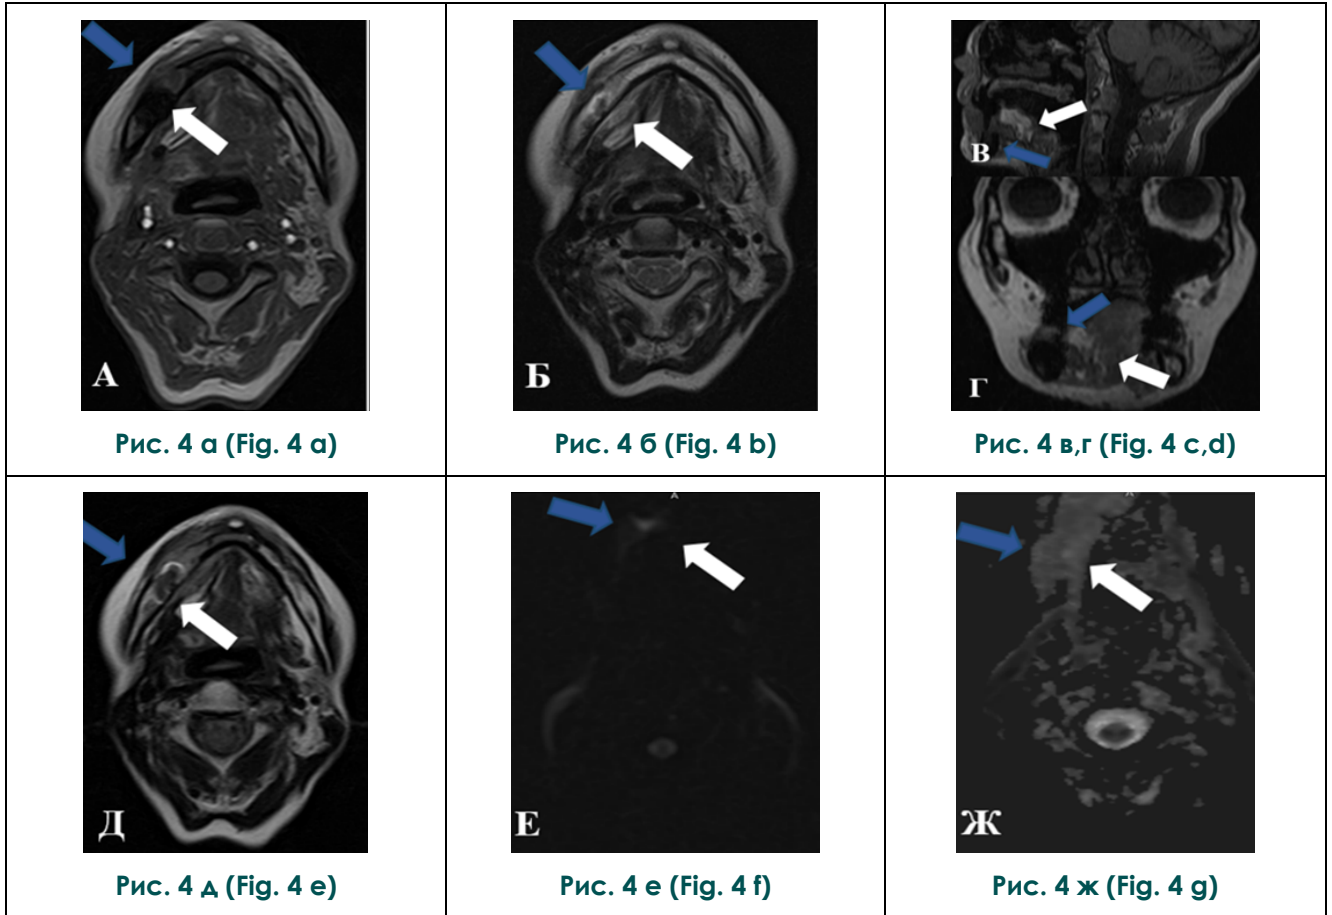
МРТ орофарингеальной области. Режимы: А – Т1-ВИ в аксиальной плоскости (пост-контрастное), Б – Т2-ВИ в аксиальной плоскости, В – Т1-ВИ в сагиттальной плоскости, Г – Т1-ВИ в корональной плоскости, Д – Т2 FLAIR, Е – DWI b=1000, Ж – ИКД-карта. Пациент К., 52 года.
